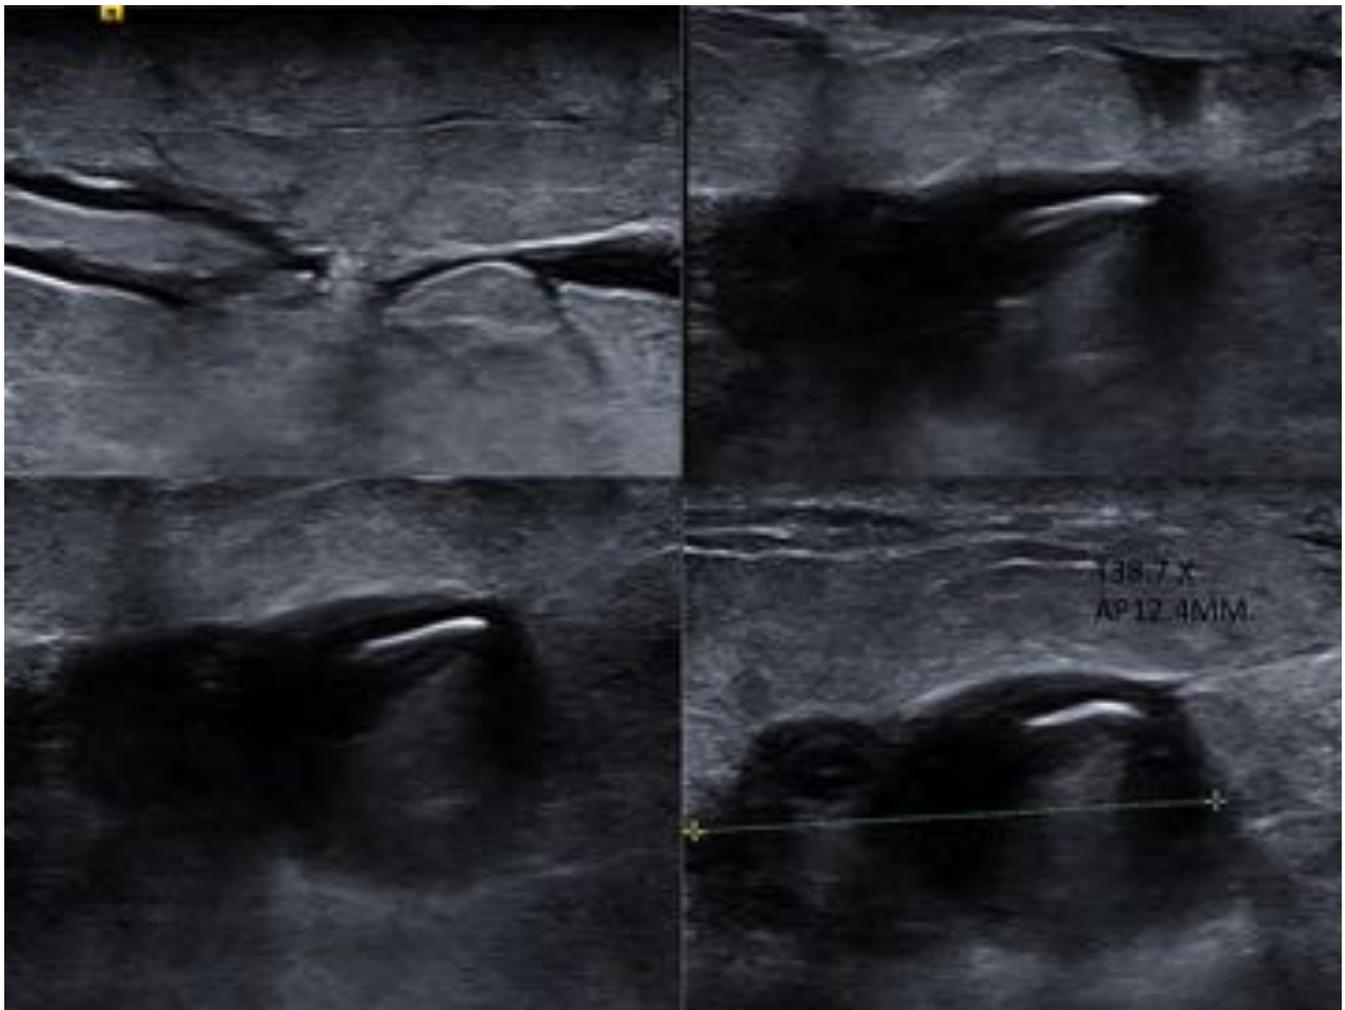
ECOGRAFÍA DE MAMA. Signos inflamatorios difusos en mama izquierda, nódulo en CSE de n sólido-quístico, irregular, heterogéneo, de bordes irregulares y medidas aproximadas de 38 x 12 mm(T X
